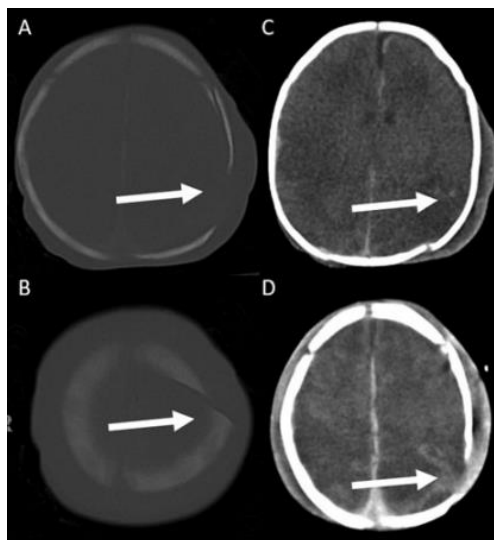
Αξονική τομογραφία (CT) ενός κοριτσιού 8 μηνών με τυπικό εμπιεστικό κάταγμα “Πινγκ Πονγκ” (βέλη) ετών (Pinto et al., 2012).
